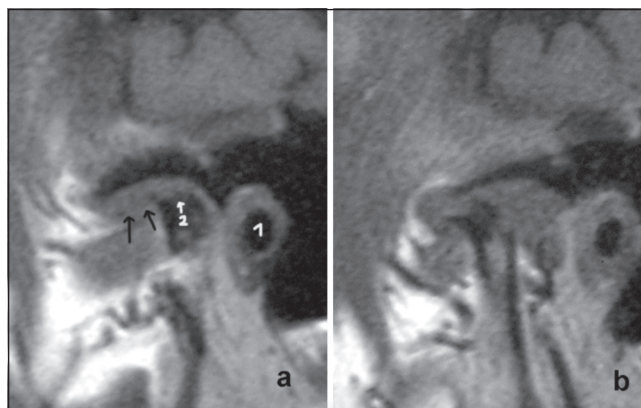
Snimka lijevog čeljusnog zgloba magnetskom rezonancijom u položaju zatvorenih (a) i otvorenih (b) usta
